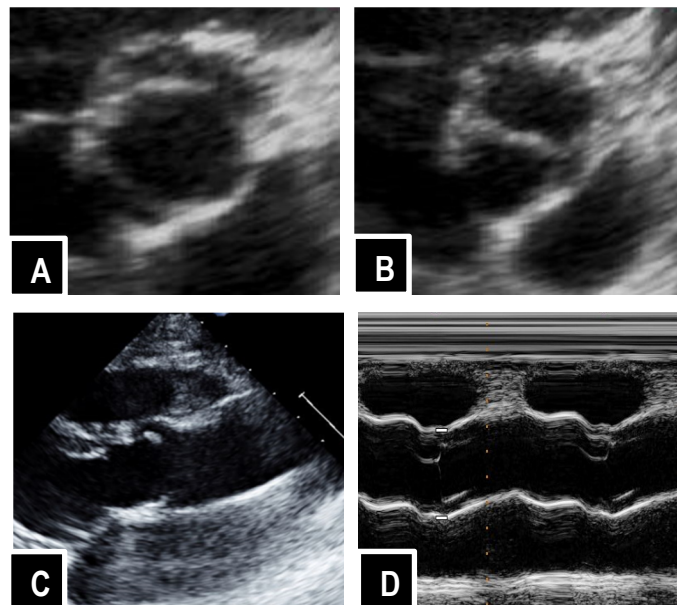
Images d'échocardiographie Doppler montrant une valve aortique bicuspide
